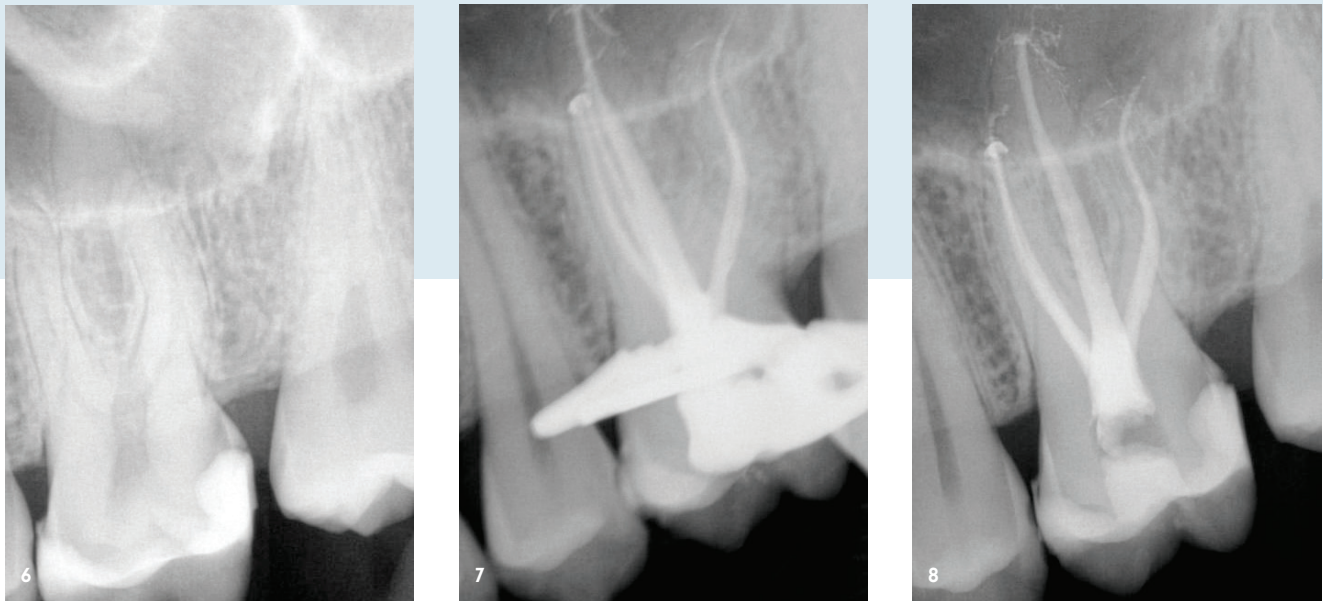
Präoperatives Röntgenbild Zahn 26, Fall 2. Karies unter einer früheren Kompositrestauration in Nähe der Pulpahöhle. – Abb. 7: Periapikales Röntgenbild mit mesial abgewinkeltem Röntgenstrahl zur Überprüfung der korrekten Obturation des abgetrennten zweiten mesiobuccalen Kanals nach der Behandlung. – Abb. 8: Postoperatives periapikales Röntgenbild.
